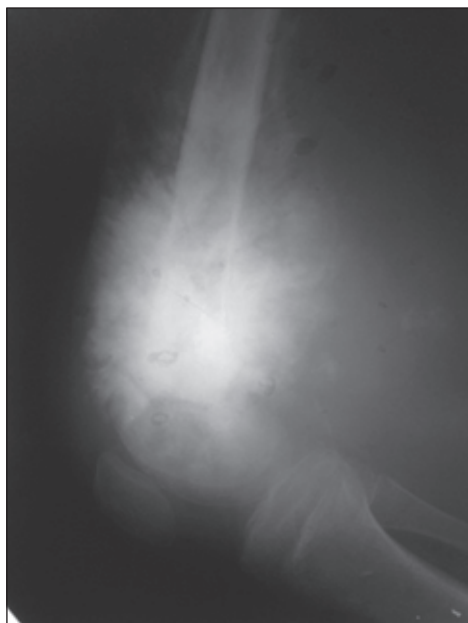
Рентгенограма стегнової кістки в задній проекції того ж пацієнта через 3 роки, псевдосаркома стегнової кістки (III стадія)
